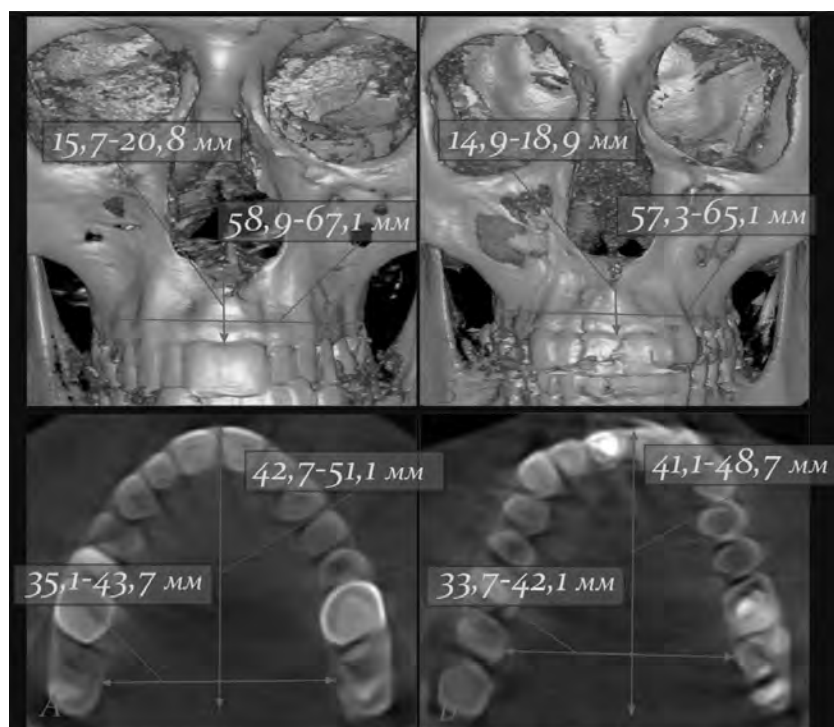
Статеві особливості форми та будови верхньої щелепи людини з мезопрозопічним типом будови черепа: А – чоловік (КТ № 193654); Б – жінка (КТ № 565324)
